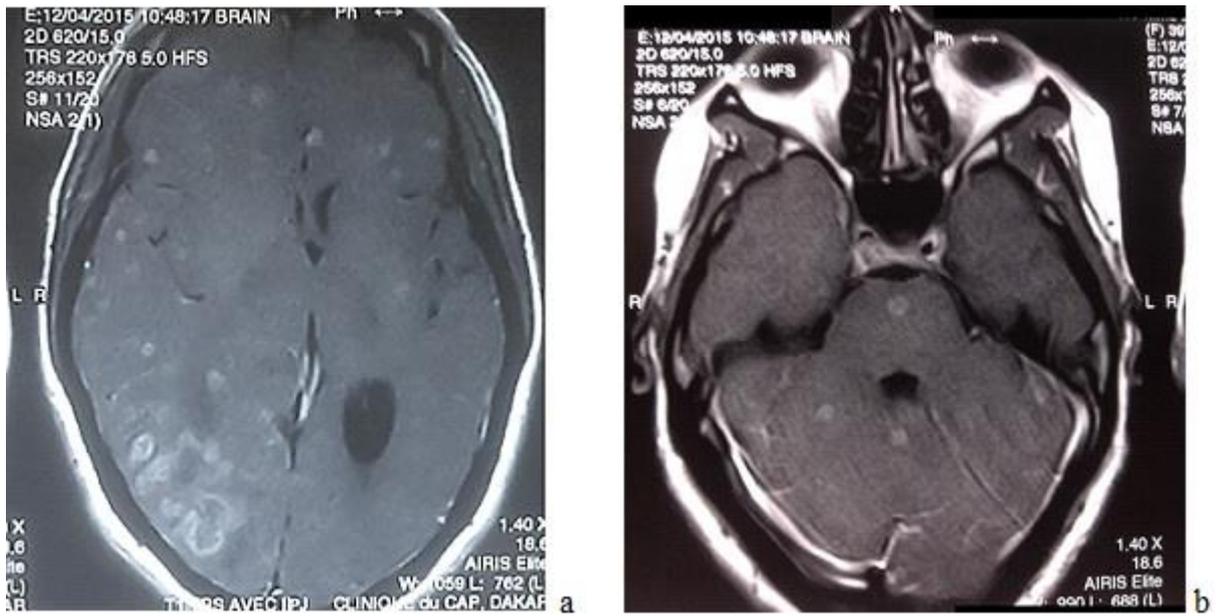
IRM cérébrale montrant des lésions multiples faisant évoquer une miliaire tuberculeuse chez le Patient N°3 (a, b)
